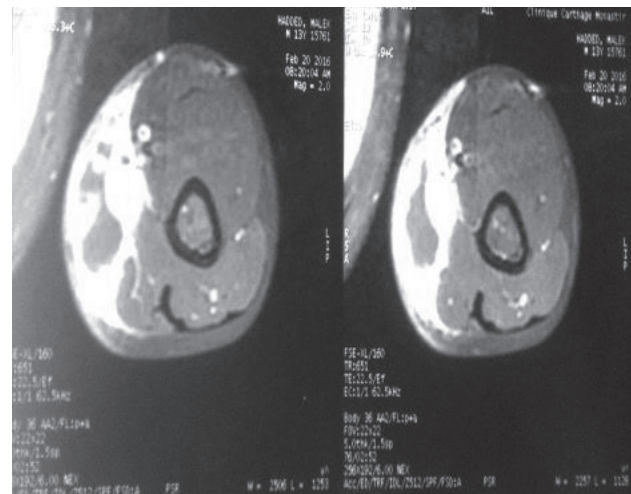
a: aspect du bras à l'IRM (coupe axiale T1).
